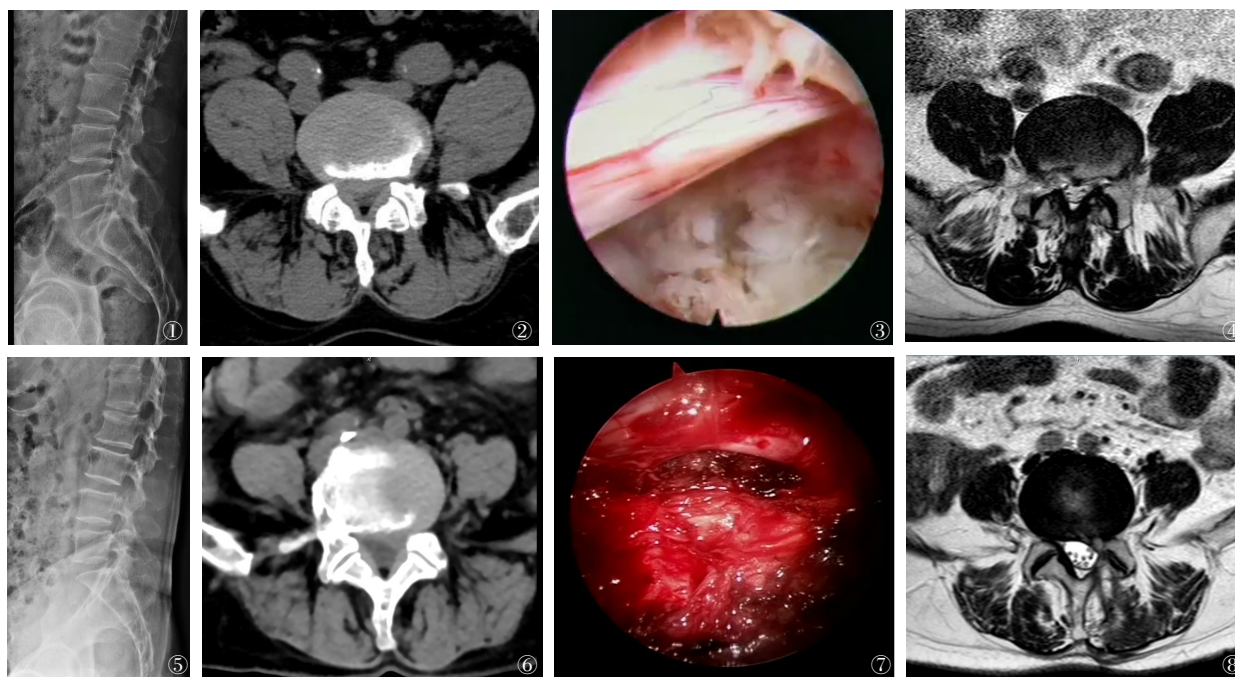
~4 患者,男性,65岁,因“间断右下肢疼痛5年,加重10余天”入院,局麻下PELD术,经椎间孔入路。图1 术前腰椎侧位片示腰椎无滑脱;图2 术前CT示L<sub>5</sub>~S<sub>1</sub>侧隐窝狭窄,关节突骨质增生,黄韧带肥厚;图3 椎间孔镜下视野清晰,神经根神经根松解彻底;图4 术后L<sub>5</sub>~S<sub>1</sub>节段MRI示椎管狭窄情况改善 图5~8 患者,男性,72岁,因“间断左下肢疼痛2年,加重一周”入院,全麻下MED术,经脊柱后入路。图5 术前检查示腰椎退变,无滑脱;图6 术前CT示L<sub>4</sub>~5椎间盘向右后方部分脱出,压迫硬膜囊及右侧侧隐窝,黄韧带肥厚增生;图7 椎间盘镜下出血较多,组织分辨率低,神经根和硬膜囊减压充分;图8 术后MRI示L<sub>4</sub>~5椎管狭窄明显改善,突出髓核组织消失,椎间隙右侧神经根压迫减轻
